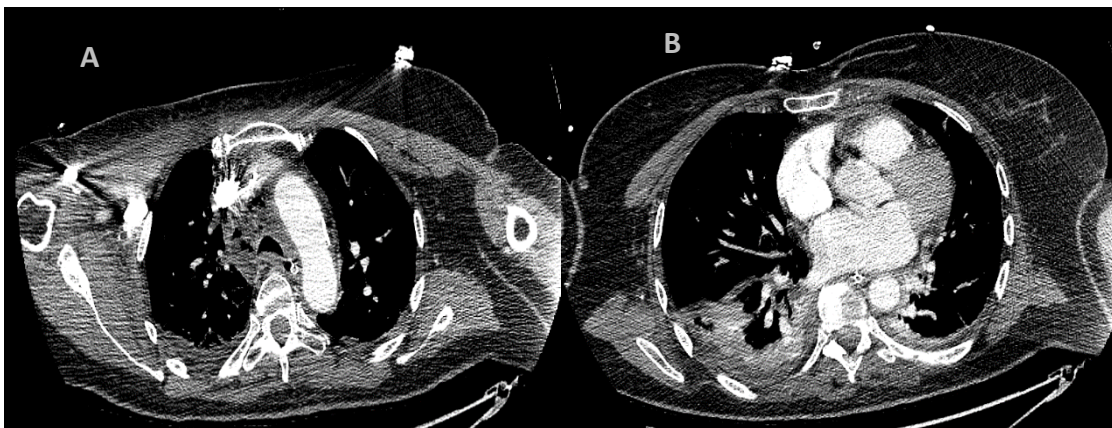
TC de tórax. A) Ensanchamiento mediastínico, colecciones líquidas paratraqueales derechas con burbujas aéreas en su interior. B) Derrame pleural derecho que condiciona atelectasia pasiva del pulmón. Condensación en lóbulo inferior derecho.
